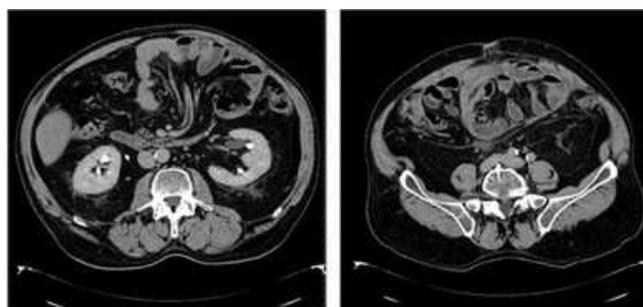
TC abdominal e pélvico
